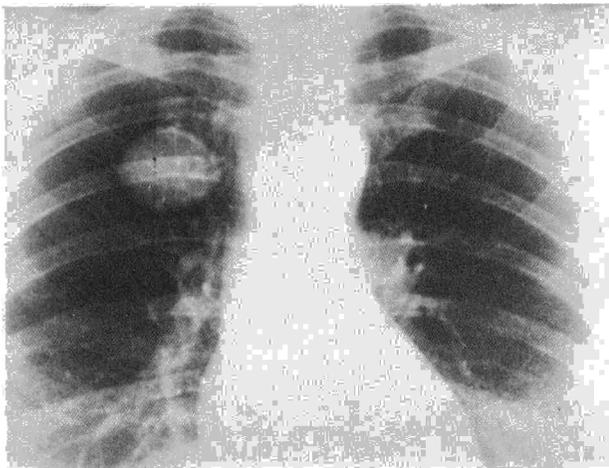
Caso 2: Radiografía de tórax.
